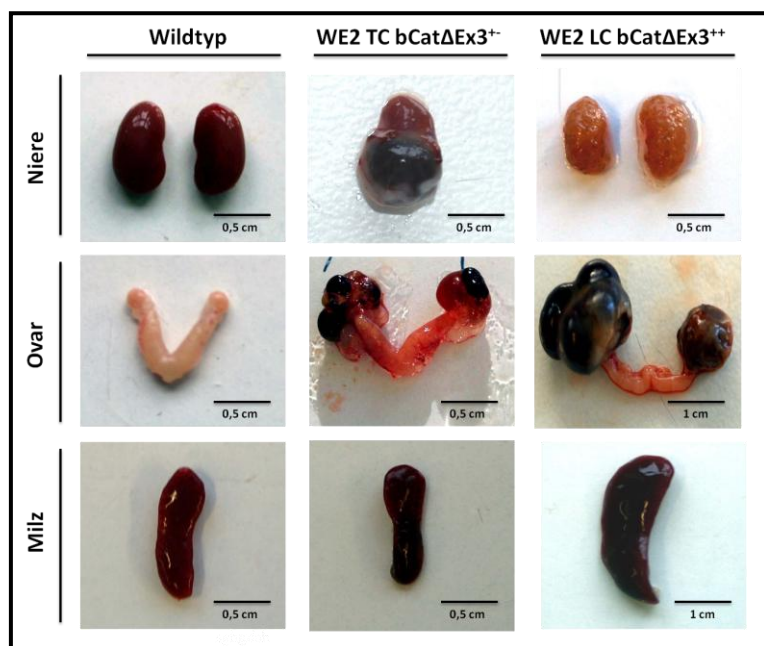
Bei WE2 LC bCatΔEx3- und WE2 TC bCatΔEx3-positiven Tieren entwickeln sich nach sechsmonatigem Doxycyclinentzug Veränderungen der Milz, der Nieren und der Ovarien
